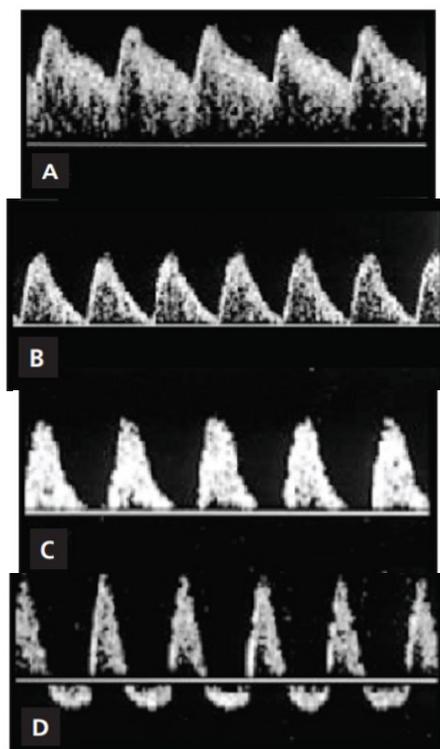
Imagem de ultrassom do Doppler da artéria umbilical. A) Fluxo normal na artéria umbilical. B) Resistência aumentada na artéria umbilical. C) Diástole zero na artéria umbilical. D) Diástole reversa na artéria umbilical. Fonte: Melo ASO, Souza ASR, Amorim MMR / FEMINA | Junho 2011 | vol 39 | nº 6.
